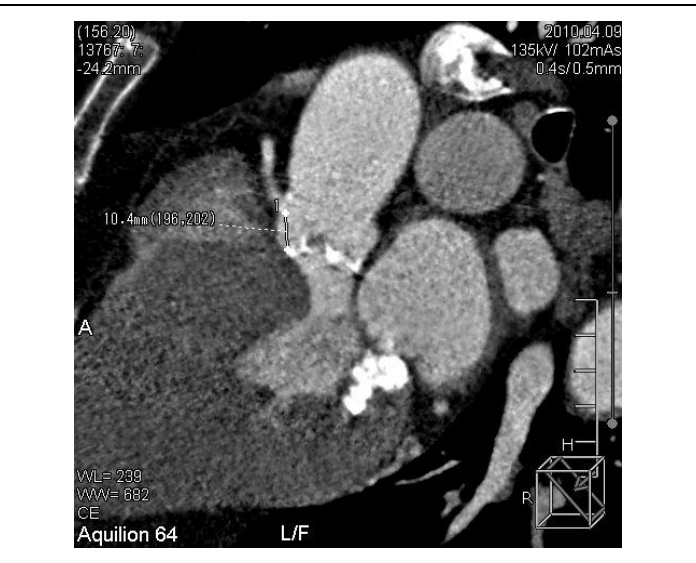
МСКТ. Многоплоскостная реконструкция. Определение расстояния от кольца аортального клапана до устья ПКА.
